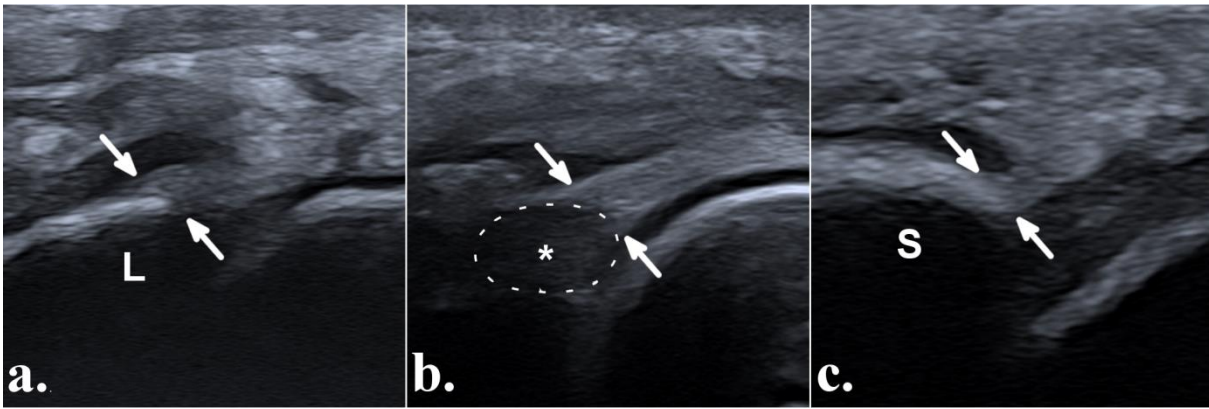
Coupes échographiques à haute fréquence de la face dorsale de la première rangée du carpe dans le plan sagittal au niveau : (a.) du lunatum (L), (b.) du faisceau dorsal du ligament scapholunaire (*) et (c.) du scaphoïde (S). Dans les trois cas, le DCSS était visible de façon nette sous la forme d'une structure hyperéchogène homogène, dont l'insertion profonde (flèches) sur le lunatum, le LSL et le scaphoïde apparaît continue et est analysable de façon précise.
